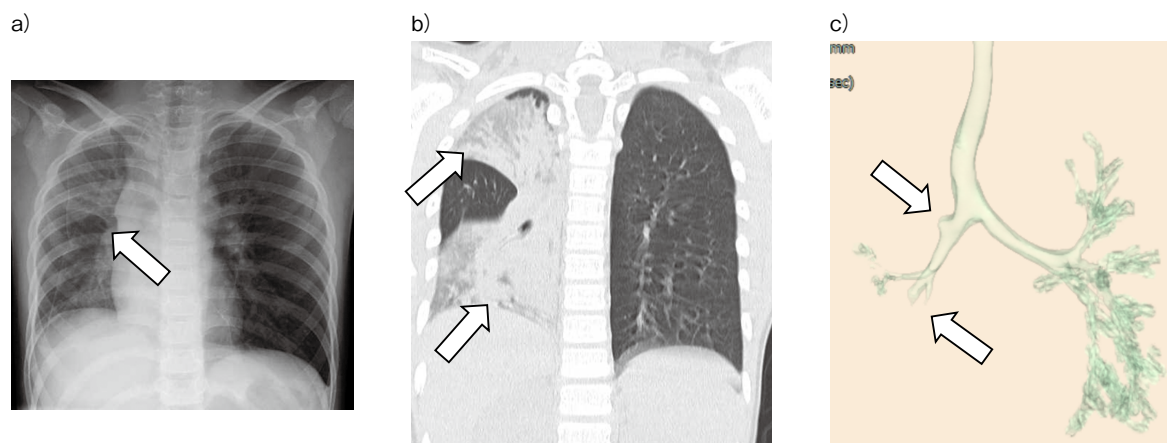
救急外来搬送時の胸部X線写真・CTとその気管支再構築像
